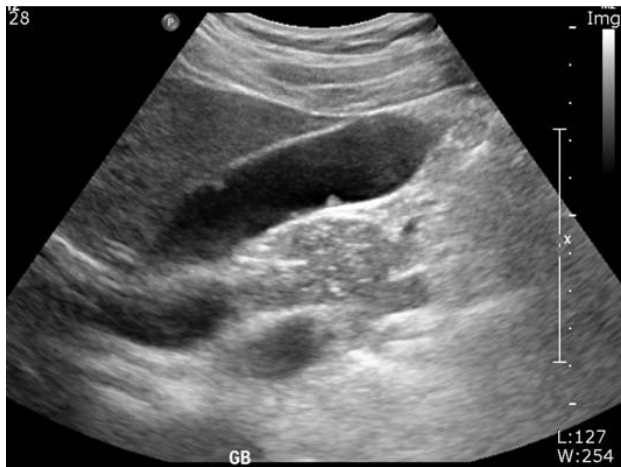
콜레스테롤 용종의 초음파검사 소견.
